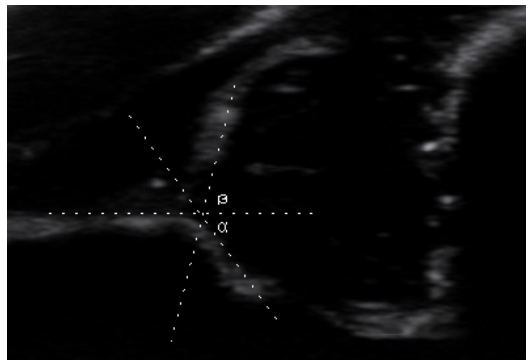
Ecografía de una cadera tipo IIb de Graf
